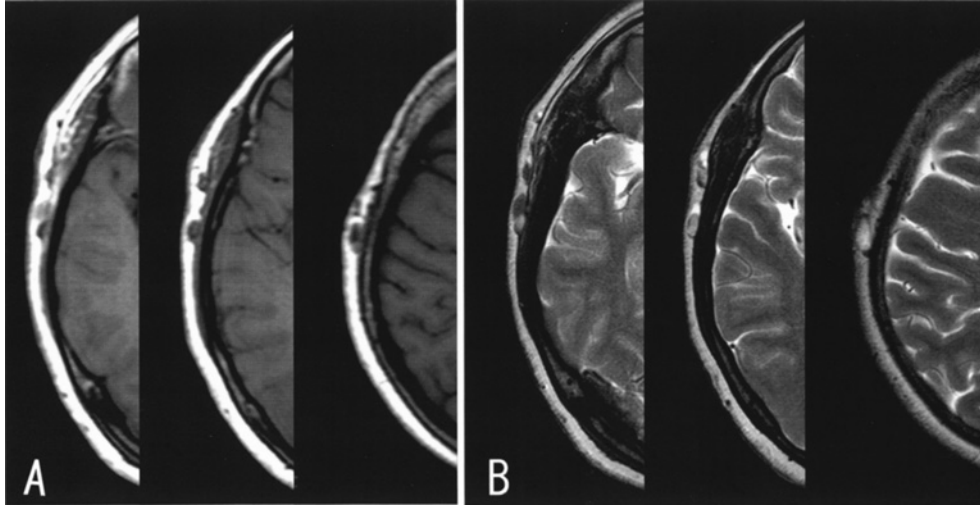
Brain MRI, A: axial T1WI (TR 580.23, TE 11.22), B: axial T2WI (TR 4.993.90, TE80)
